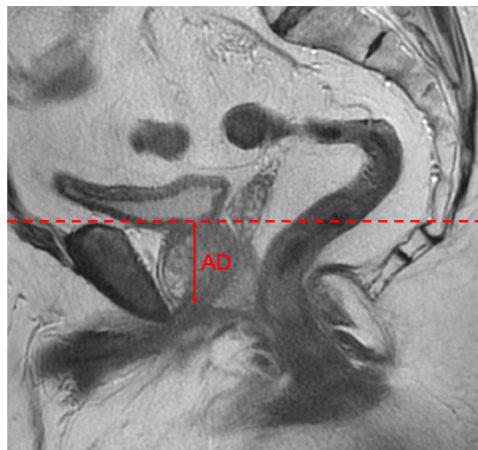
AD on MRI imaging (Sagittal acquisition)
